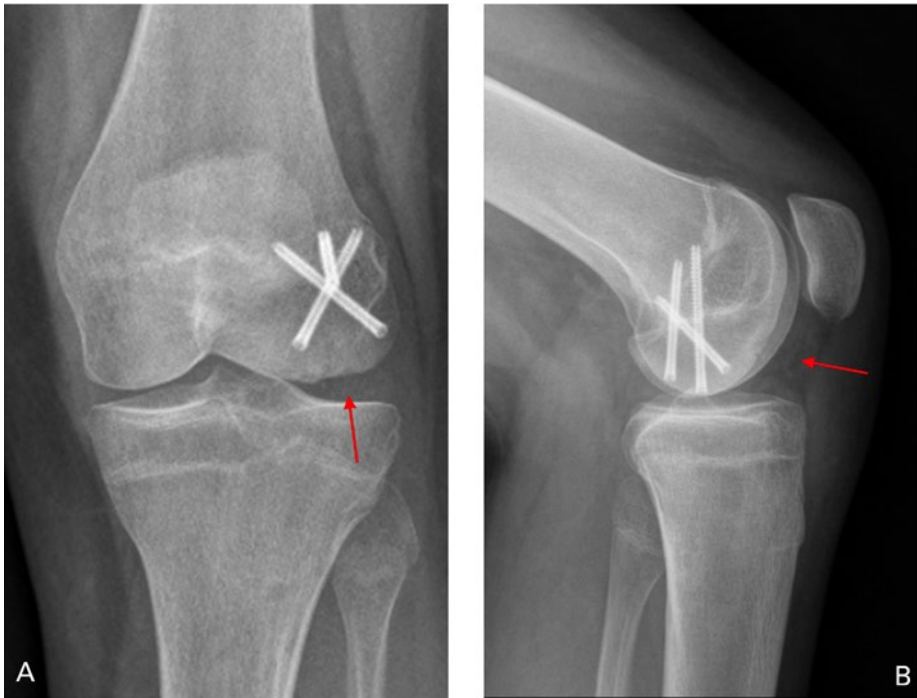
Konventionelles Röntgenbild sechs Monate posttraumatisch in der Anterior-posterior-Aufnahme (A) und in der Aufnahme von lateral (B). Die Kompressionsschrauben wurden unter Knorpelniveau versenkt. Die Fraktur ist konsolidiert, eine residuelle Konturirregularität ist noch erkennbar.
